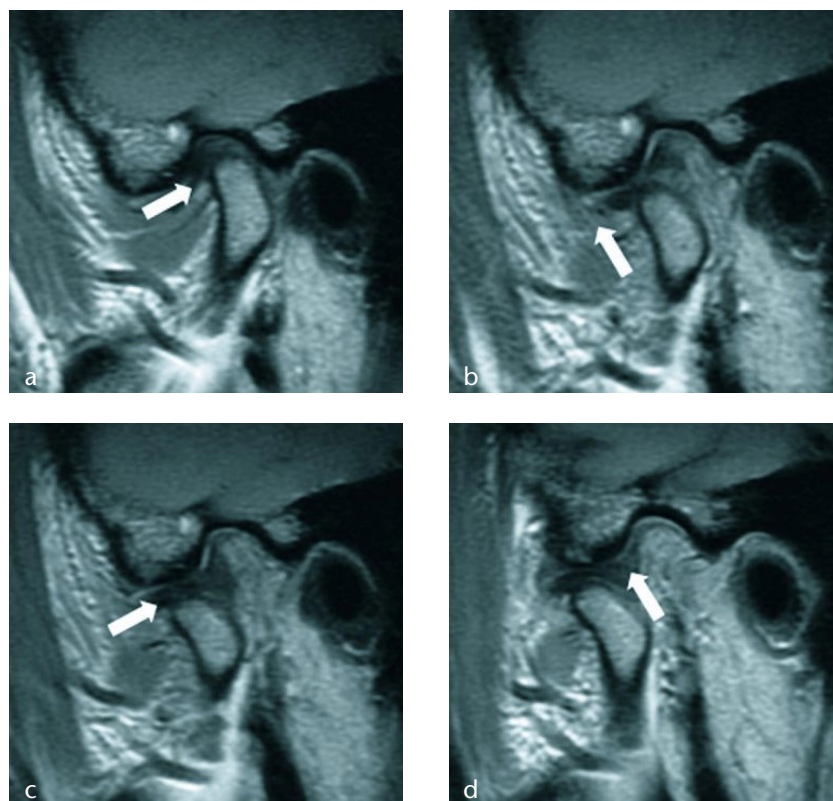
a-d MRT des rechten Kiefergelenkes bei Mundöffnungsbewegung
